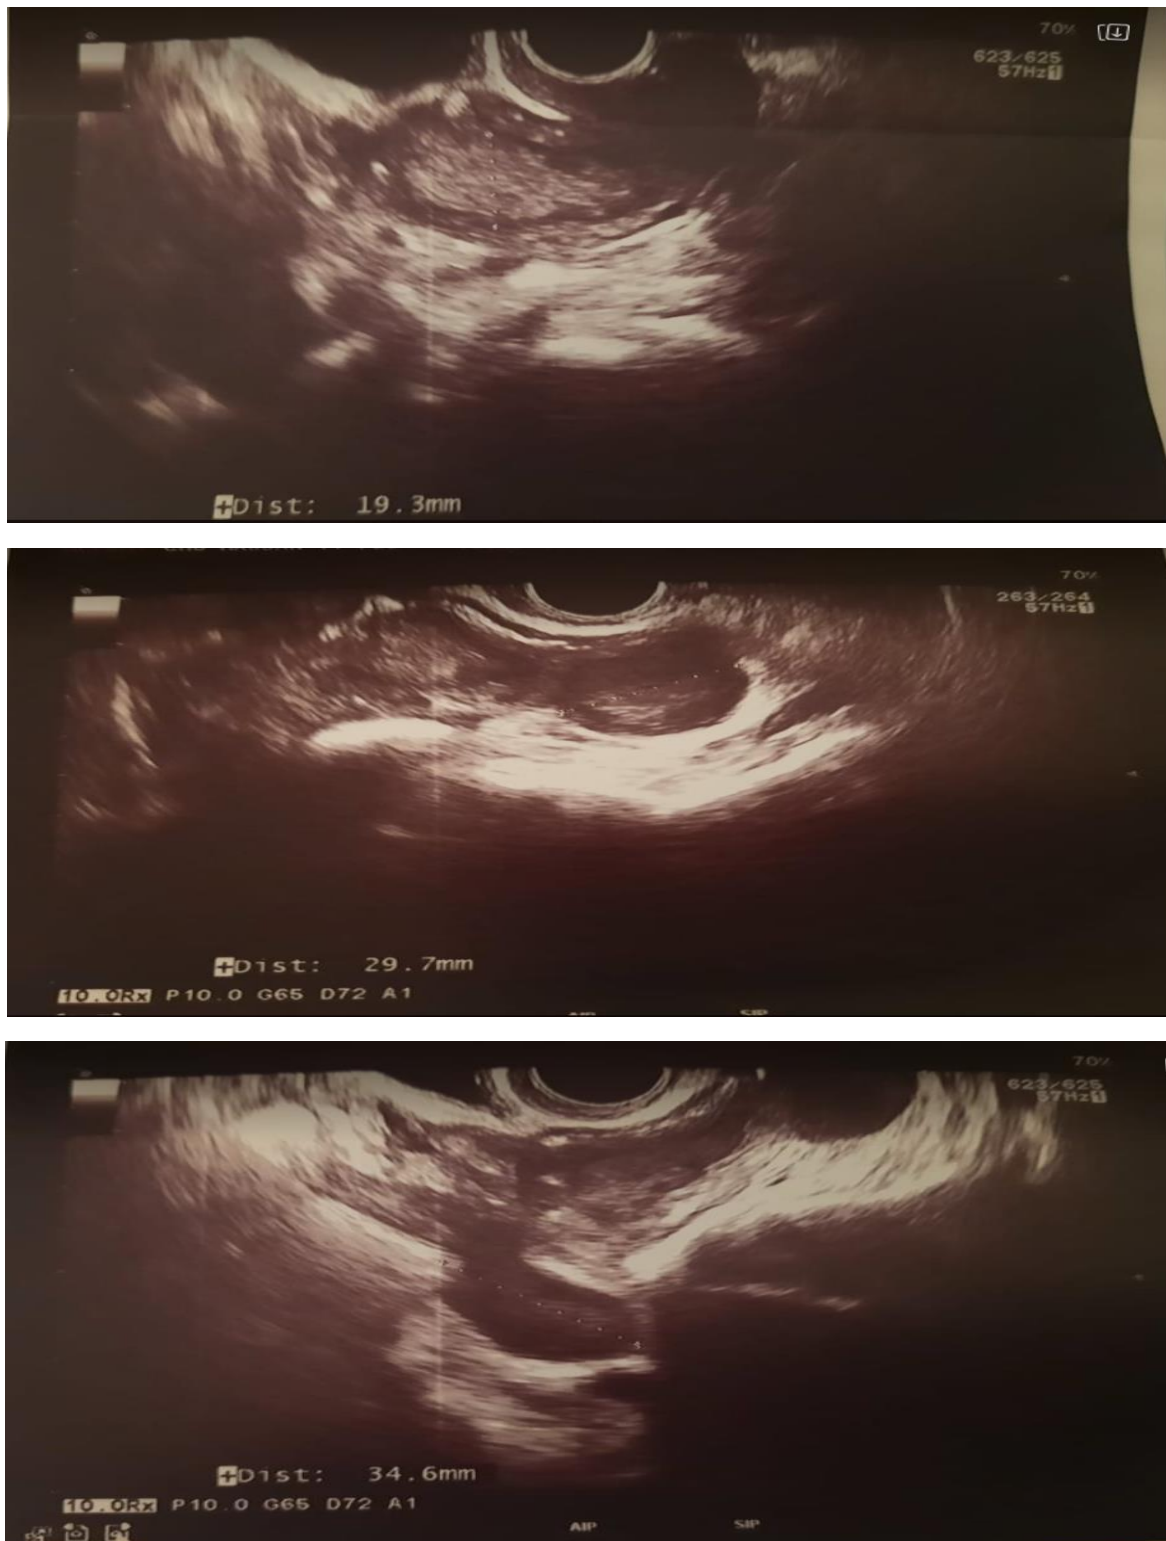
Des clichés d'échographie pelvienne réalisée chez une patiente de 60 ans, admise pour métrorragie post-ménopausique montrant un épaississement endométrial+ 2images échogènes hétérogènes au dépend de l'ovaire droit+ gauche évoquant en premier une origine tumorale.
